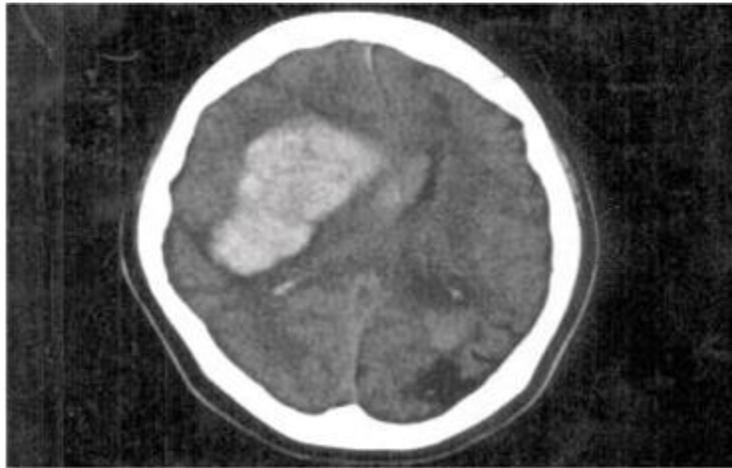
La TC revela hemorragia masiva en el putamen de lado izquierdo con perforación ventricular. Además, la TC muestra áreas hipodensas en el lóbulo frontal derecho, corona radiada y el lóbulo occipital, lo que sugiere anteriores lesiones isquémicas por insuficiencia hemodinámica. (Imagen tomada de la revista West Indian Medical Journal v.56).
